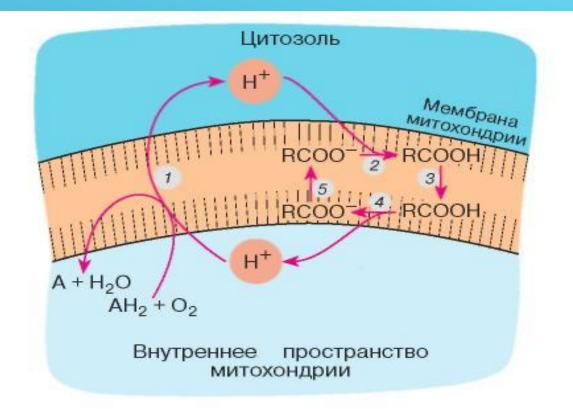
Перенос ионов Н через мембрану митохондрий жирными кислотами: 1 – откачка ионов Н дыхательной цепью; 2 – использование откачанных ионов Н для протонирования аниона жирной кислоты (RCOO); 3 – диффузия протонированной жирной кислоты (RCOOH) к внутренней поверхности митохондрий; 4 – диссоциация RCOOH с образованием RCOO и иона Н внутри митохондрии; 5 – перенос RCOO посредством АТФ/АДФантипортера или разобщающего белка к наружной поверхности митохондриальной мембраны
